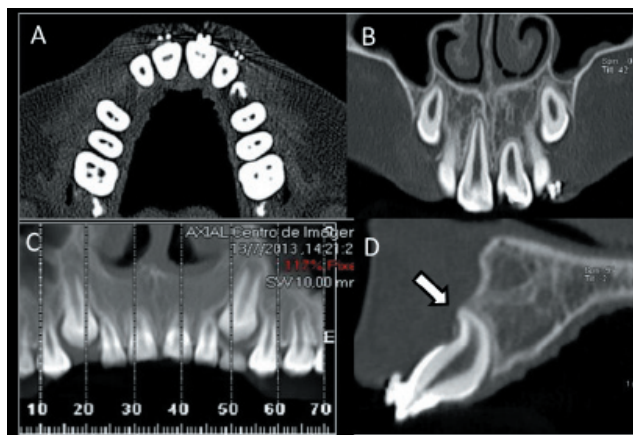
Tomografia Computadorizada. (A) Corte Axial, (B) Corte Coronal, (C) Corte Panorâmico e (D) Corte Sagital, demonstrando o posicionamento satisfatório do dente 21 com solução de continuidade da cortical vestibular (bem visualizado no corte sagital – seta).
